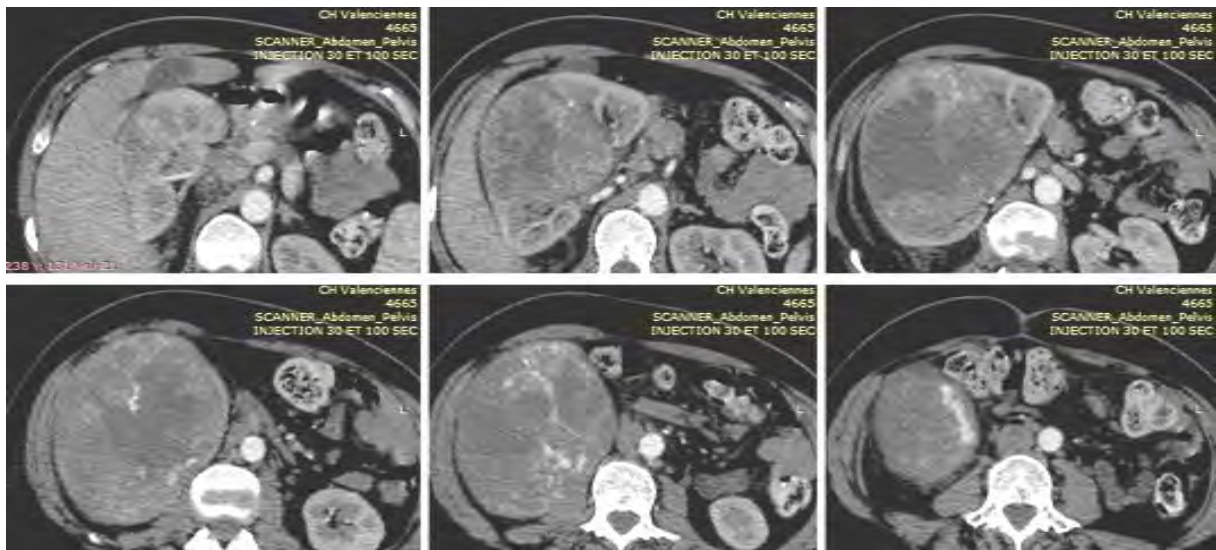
Coupes axiales en TDM au temps artériel montrant le caractère hypervasculaire de la tumeur rénale droite.
